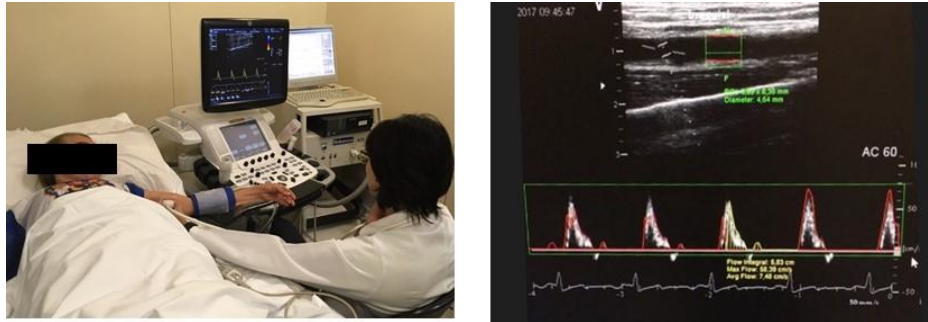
Exame com Doppler da artéria braquial (à esquerda). Imagem representativa de um vaso e medida do fluxo anterógrado (à direita)
